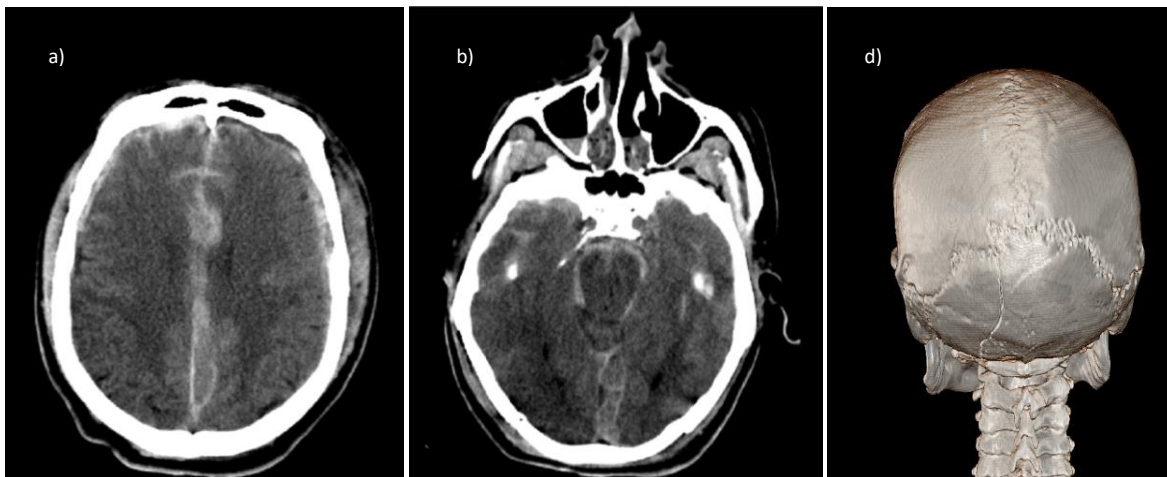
Paciente masculino de 35 años con diagnóstico de TCE severo tras sufrir accidente de tránsito de tipo atropellamiento. a) y b) cortes axiales de tomografía simple donde se observa ocupación de surcos y cisternas de la base por material hiperdenso en relación con hemorragia subaracnoidea, c) Reconstrucción 3D de cráneo, vista posterior mostrando fractura occipital. Cortesía del departamento de Imagenología del Hospital General de Mexicali.
